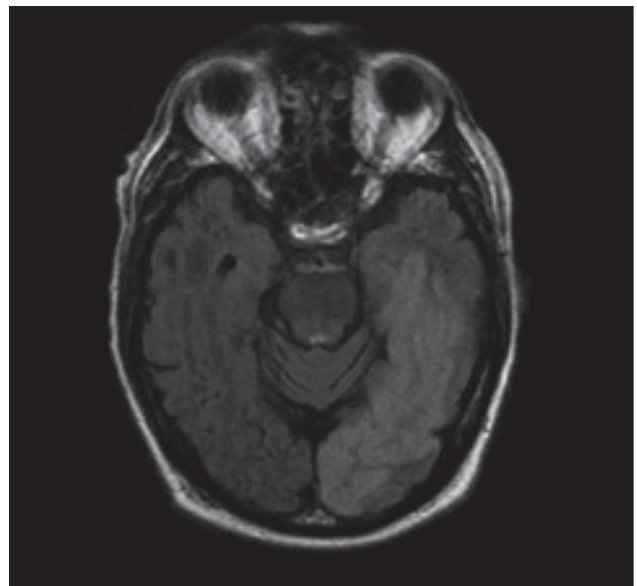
Resonancia cerebral .Secuencia FLAIR infarto de la arteria cerebral posterior izquierda
